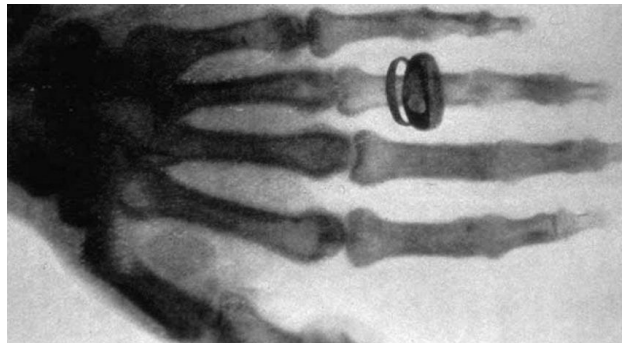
Primera radiografía de la historia. Se observa la presencia de un anillo en el dedo anular, aparece como una masa ovoidea de densidad metálica [3].
